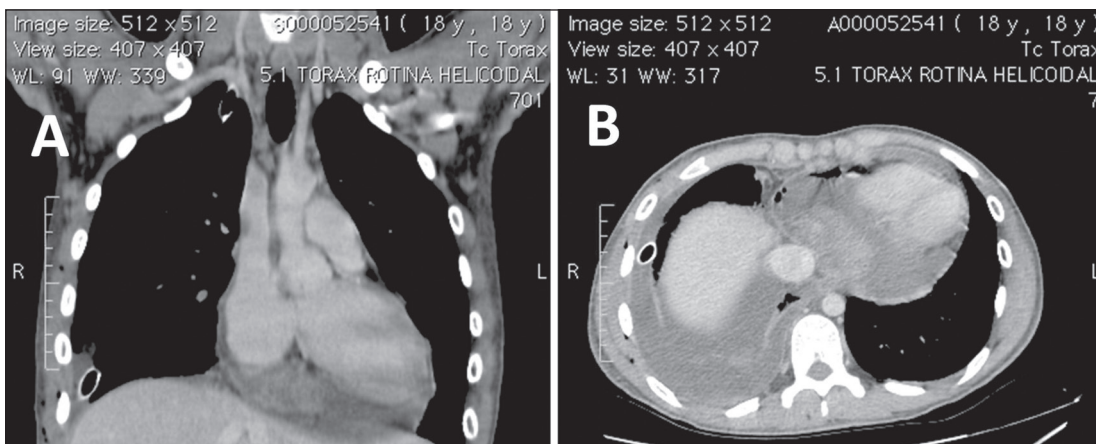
TC de tórax com contraste, cortes coronal (A) e axial (B) na janela para mediastino, demonstrando massa sólida heterogênea com realce pelo meio de contraste localizada na porção posterior do saco pericárdico, associada a derrame pericárdico e derrame pleural à direita com dreno pleural associado.
